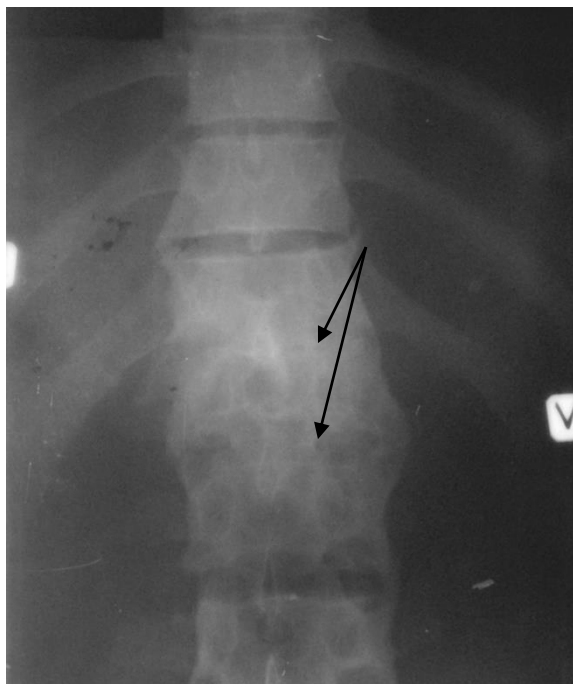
Прицельная рентгенограмма поясничного и грудного отделов позвоночника в прямой проекции. Отмечается анкилоз Th12, L1 и L2 позвонков (стрелки). Постспондилитическая фаза туберкулеза позвоночника
